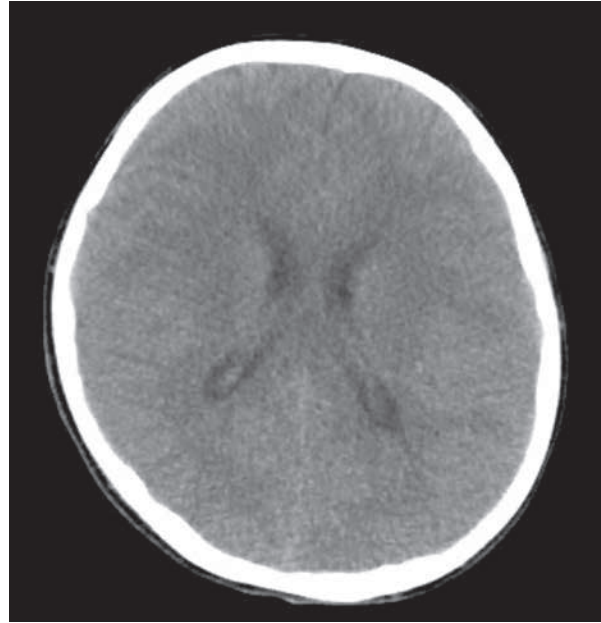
TC craneo-cervical, corte axial.
